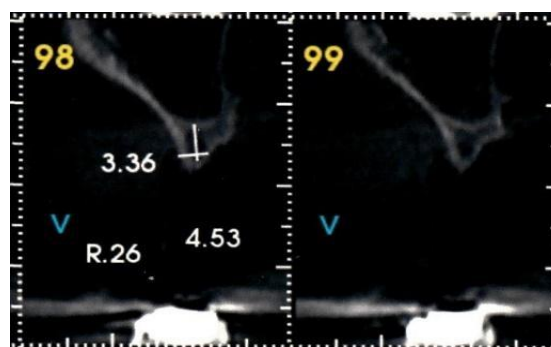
Recorte da tomografia elemento 26
